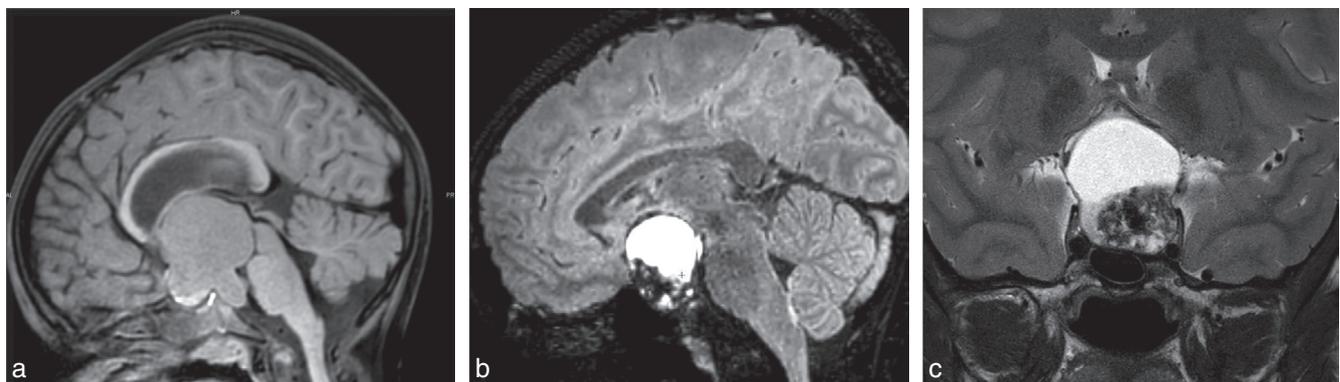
Exemples de craniopharyngiomes en T1 (a), FLAIR (b), T2 (c). Contenu du kyste non liquidien pur, riche en protides, bien visible en T1 et FLAIR (comparer avec le liquide cérébrospinal).
